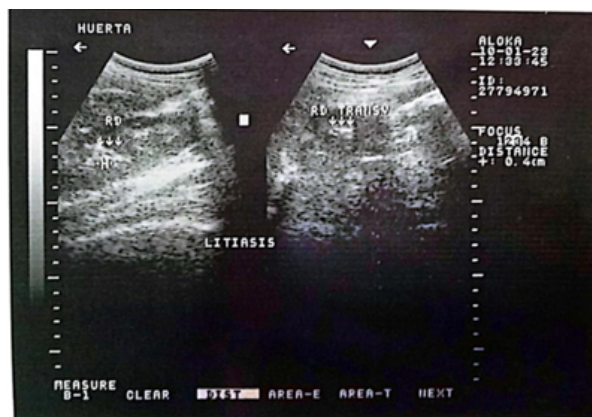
Ecografía abdominal litiasis renal bilateral
